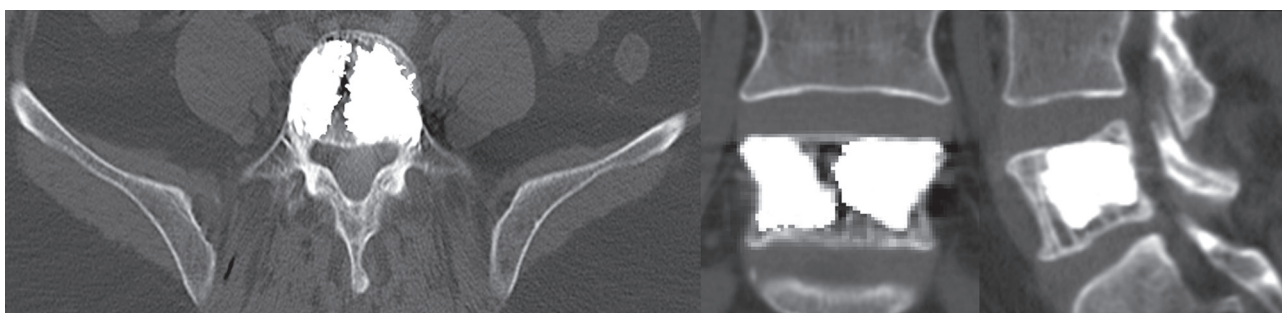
КТ-сканы L5 позвонка больной С. после операции
